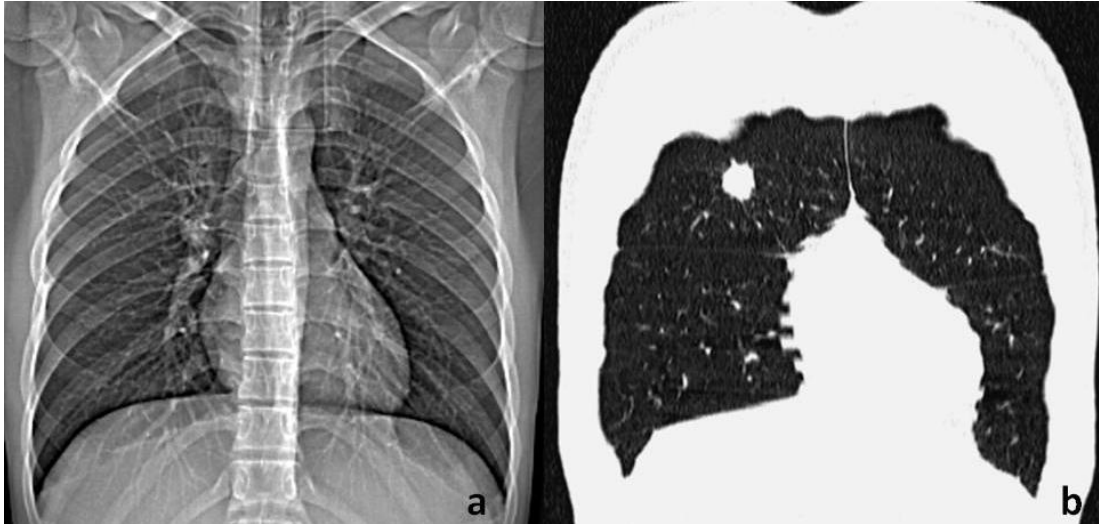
Paciente masculino de 18 años con nódulo pulmonar solitario en, el sobrepuesto con las estructuras del hilio pulmonar derecho en la imagen de scout view de la tomografía.
